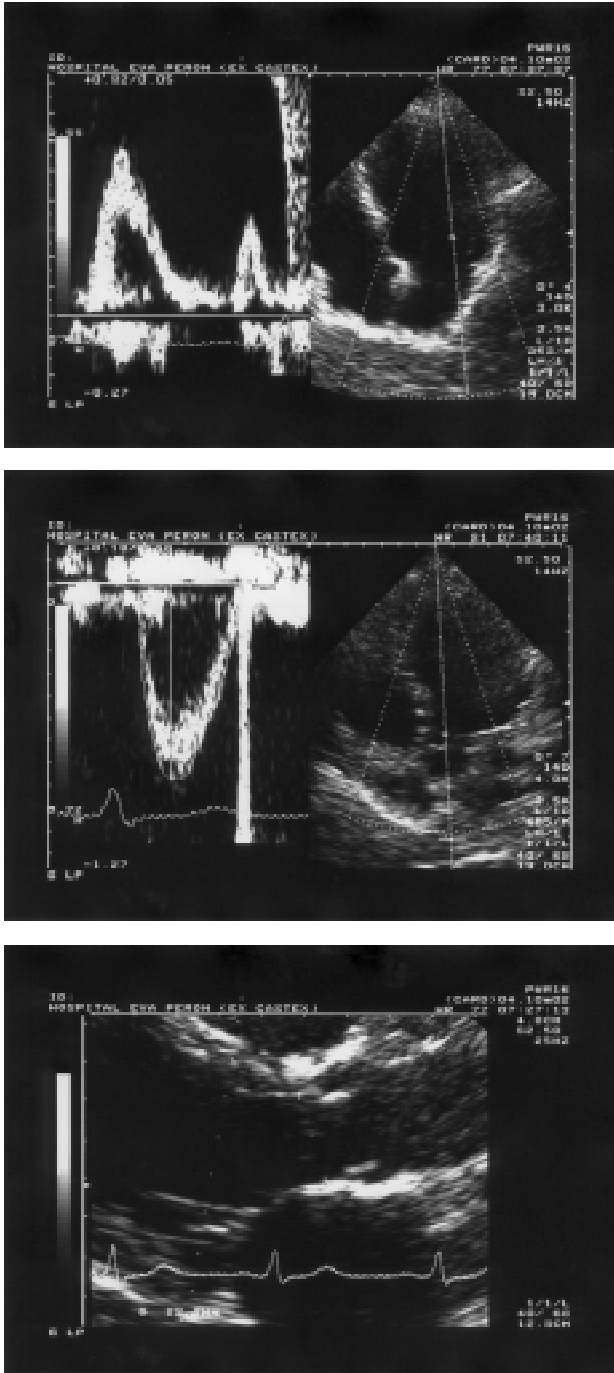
Arriba: registro con Doppler pulsado del flujo transmitral desde la vista de 4 cámaras apical. Centro: registro con Doppler pulsado del flujo en el tracto de salida del VI desde la vista de 5 cámaras apical. Abajo: medición del diámetro del tracto de salida del VI en sístole. VI: ventrículo izquierdo. AI: aurícula izquierda. VD: ventrículo derecho. AD: aurícula derecha.
